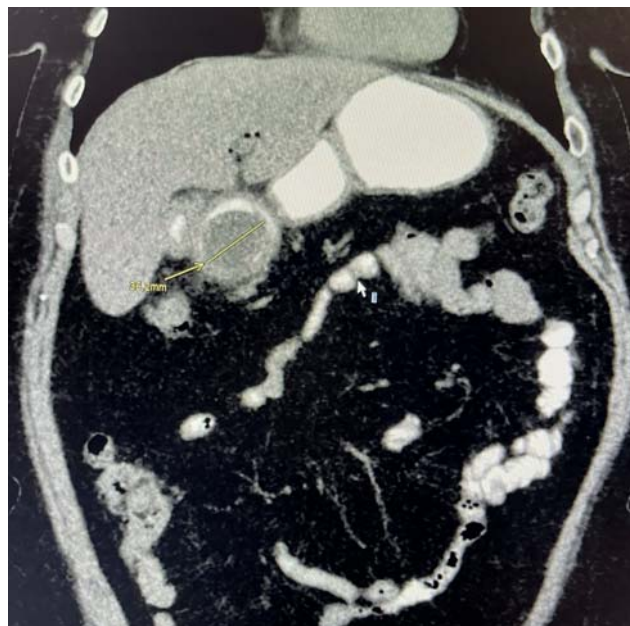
КТ с пероральным введением водорастворимого контрастного вещества (фронтальная проекция): определяется инородное тело в проксимальных отделах ДПК диаметром до 3,5 см и скопление контрастного вещества в просвете желудка
